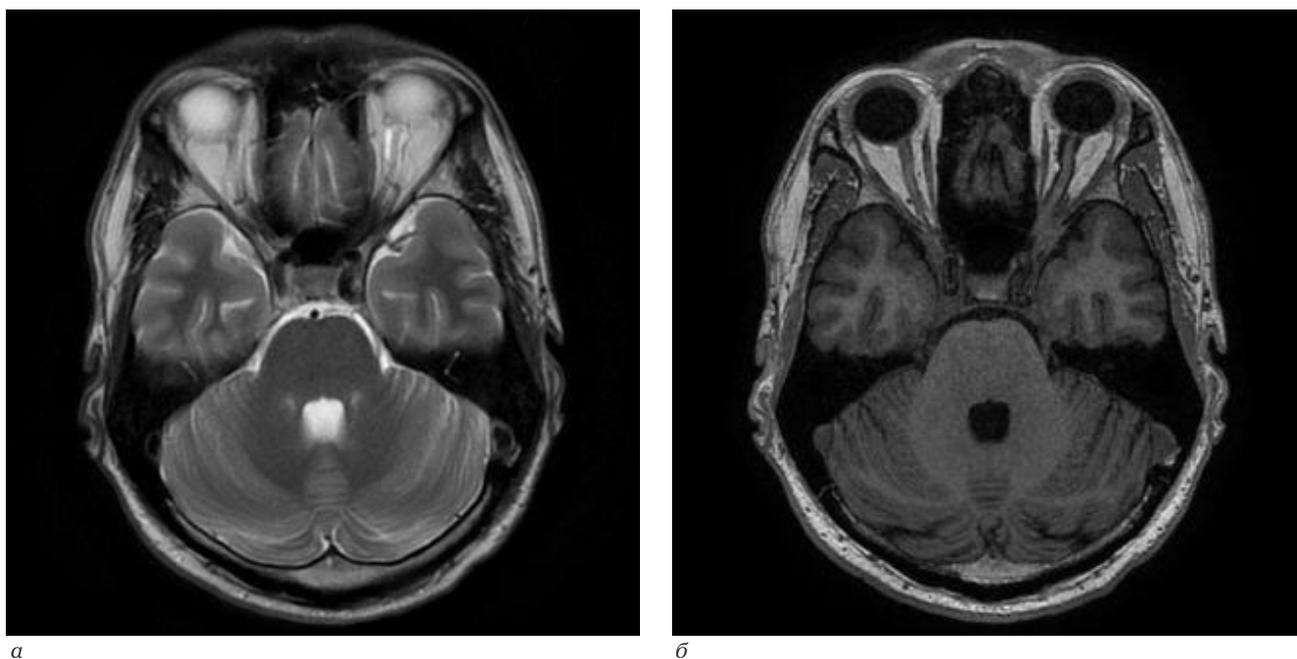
МРТ головного мозга. Август 2015 г.: *а* – Т2 ВИ, аксиальная проекция: вокруг левого зрительного нерва в дистальных отделах определяются линейные зоны гиперинтенсивного сигнала; *б* – Т1 ВИ, аксиальная проекция: патологическим изменениям, обнаруженным на Т2 ВИ, соответствуют зоны гипоинтенсивного сигнала вокруг левого зрительного нерва
